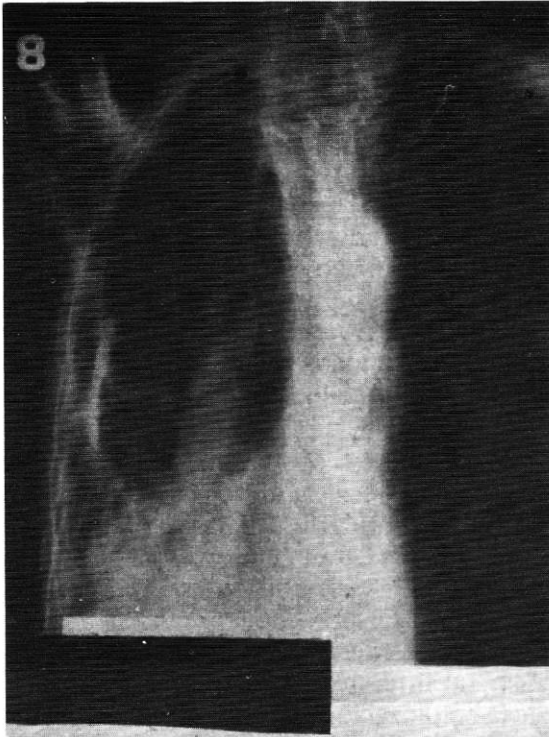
Tomografía que revela extenso compromiso pulmonar derecho. Hay múltiples cavernas, engrosamiento pleural y fibrosis.
